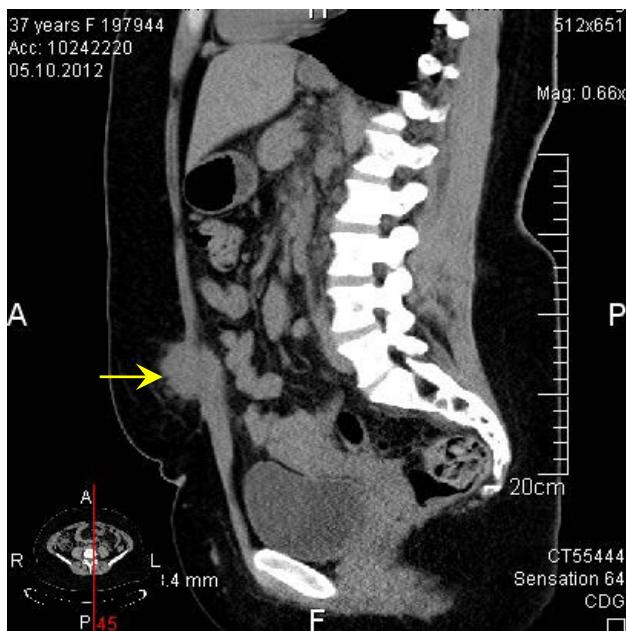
TC: endometrioma peretelui abdominal (→) situat pe dreapta
